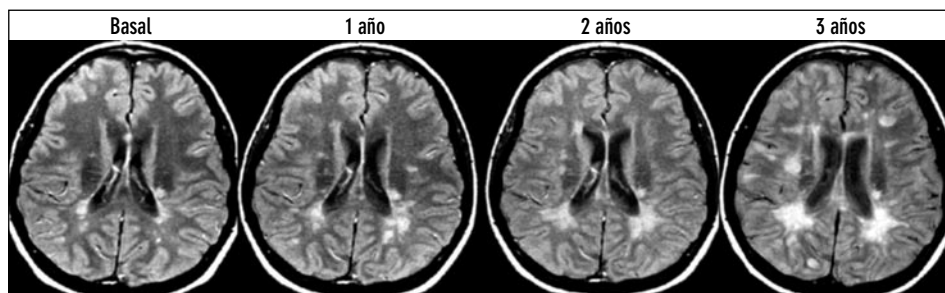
Estudio evolutivo de RM craneal que utiliza secuencias ponderadas en T2 en un paciente con una forma secundaria progresiva de EM. Tras 3 años de evolución, se observó un claro aumento en la extensión de las lesiones desmielinizantes que se correlacionaba con una progresión en el grado de discapacidad clínica.
